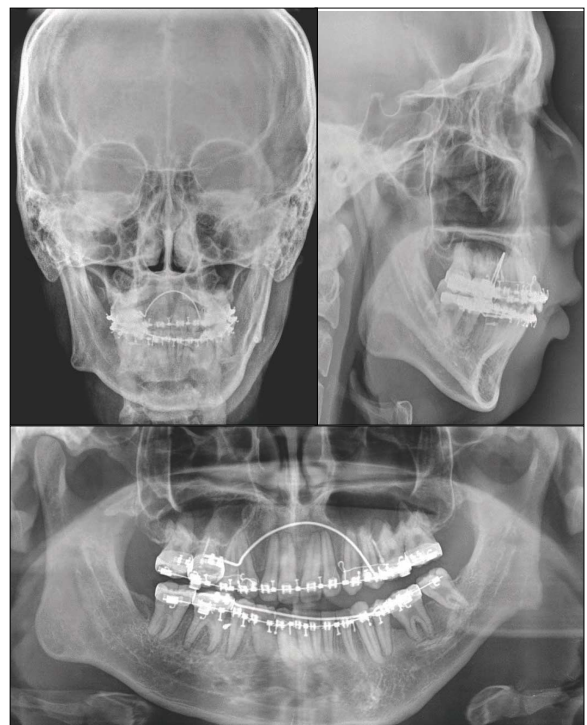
Preoperative photograph and radiograph
